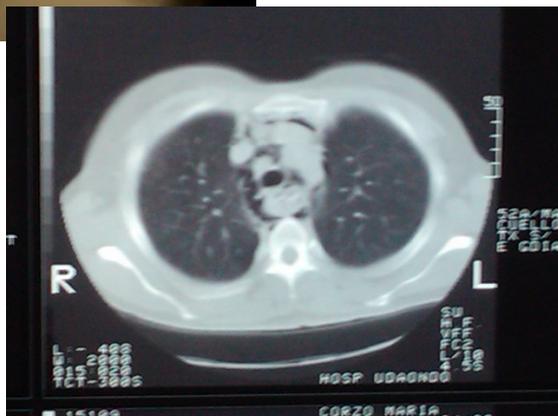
En esta TC se evidencia el neumomediastino.
